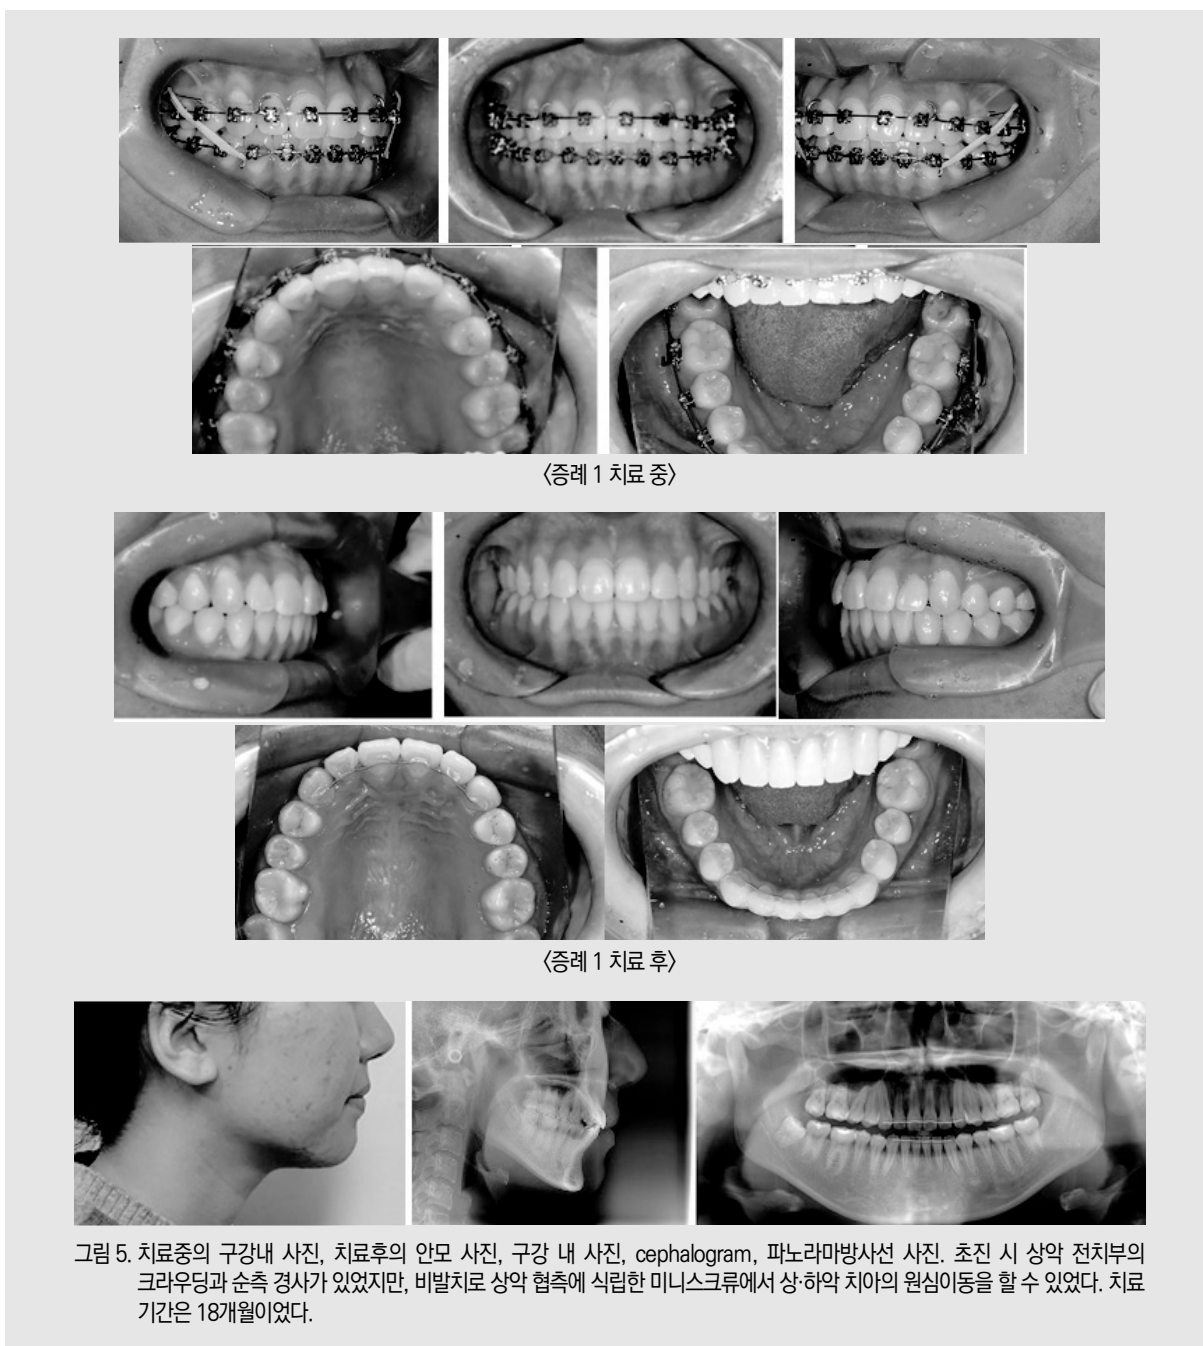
치료중의 구강내 사진, 치료후의 안모 사진, 구강 내 사진, cephalogram, 파노라마방사선 사진. 초진 시 상악 전치부의 크라운딩과 순측 경사가 있었지만, 비발치로 상악 협측에 식립한 미니스크류에서 상·하악 치아의 원심이동을 할 수 있었다. 치료 기간은 18개월이었다.
